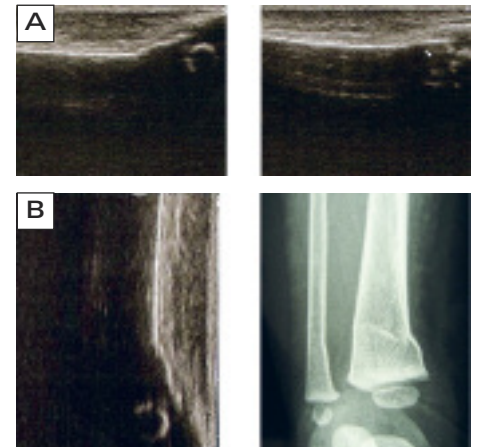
A: Ultraschallbild der distalen Tibiaschaftfraktur; B: Vergleich Röntgen und Ultraschallbild, zur Veranschaulichung gedreht (Fall 2).
